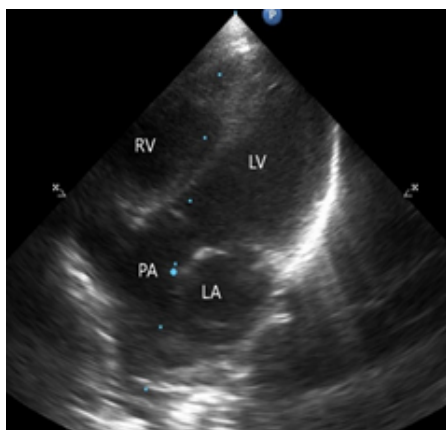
Эхокардиография из апикального доступа: LV – левый желудочек, LA – левое предсердие, PA – легочная артерия, RV – правый желудочек, RA – правое предсердие
